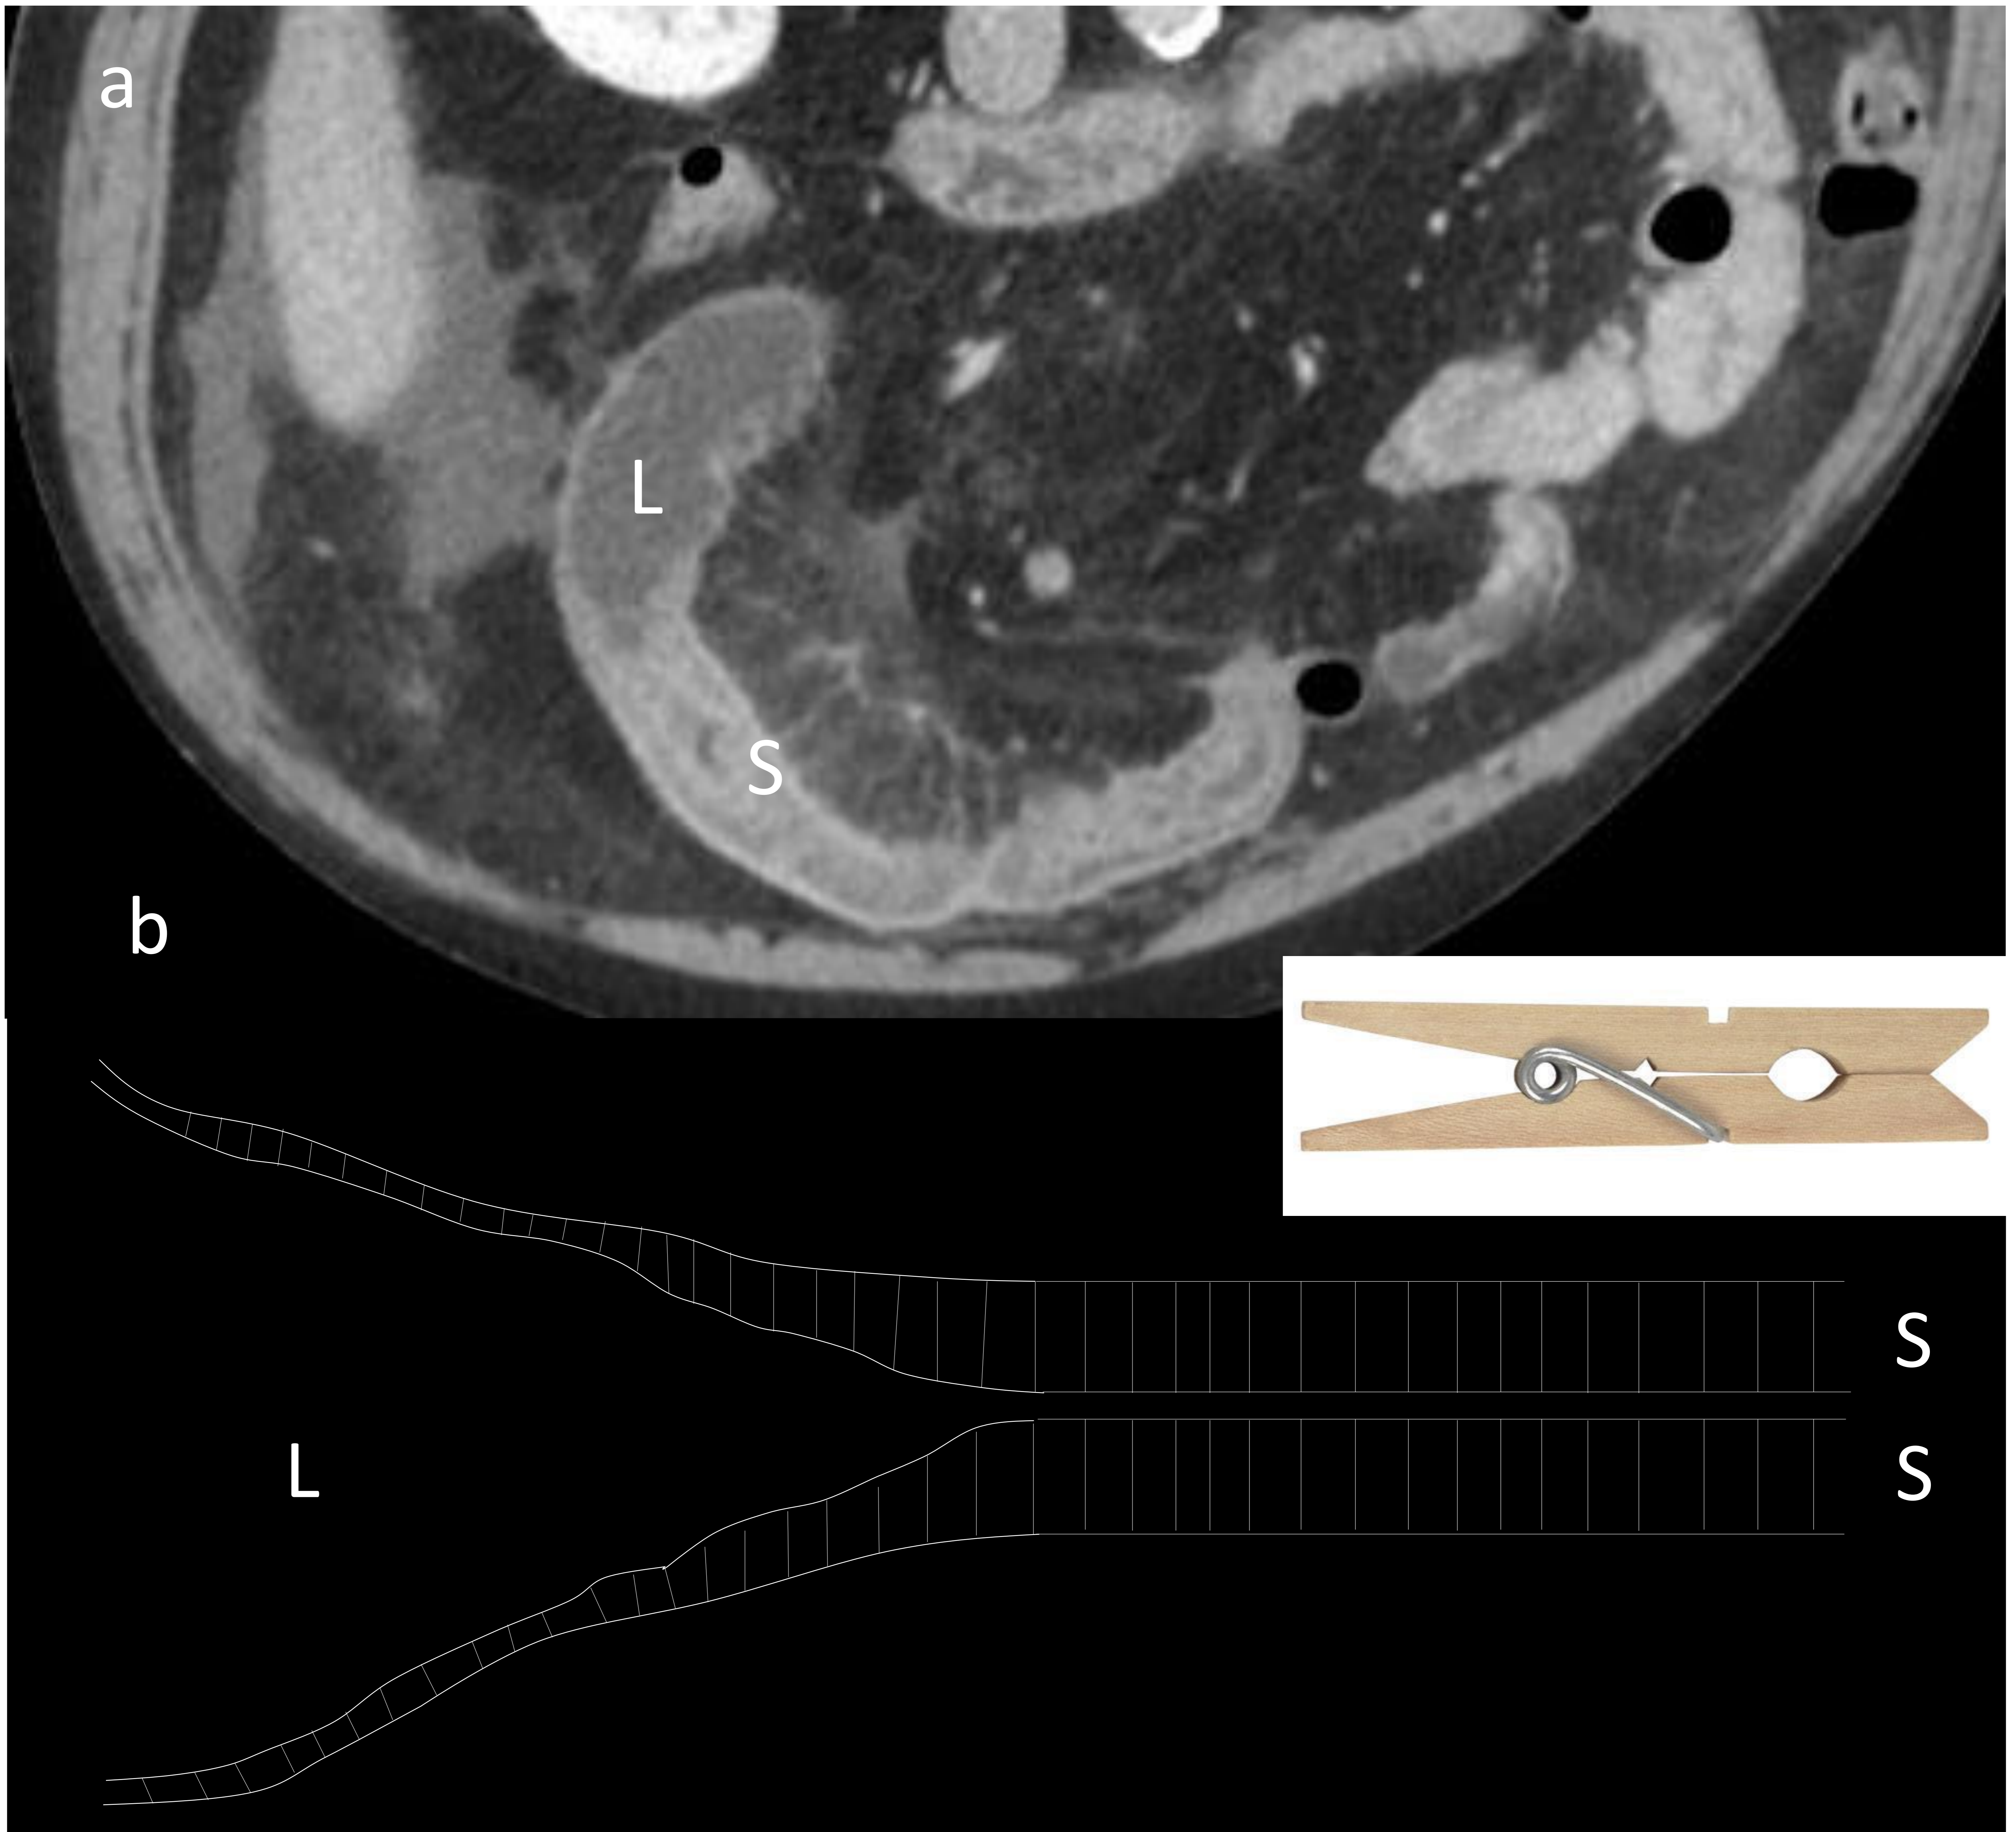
a) TC abdominopélvica con CIV en fase venosa que muestra engrosamiento mural con edema de la submucosa de un segmento largo de íleon distal no terminal que condiciona dilatación retrógrada de las asas intestinal. En el punto de cambio de calibre podemos observar el engrosamiento mural progresivo. b) Representación esquemática de este hallazgo que se asemeja a una pinza de tender. S: submucosa. L: luz intestinal.
